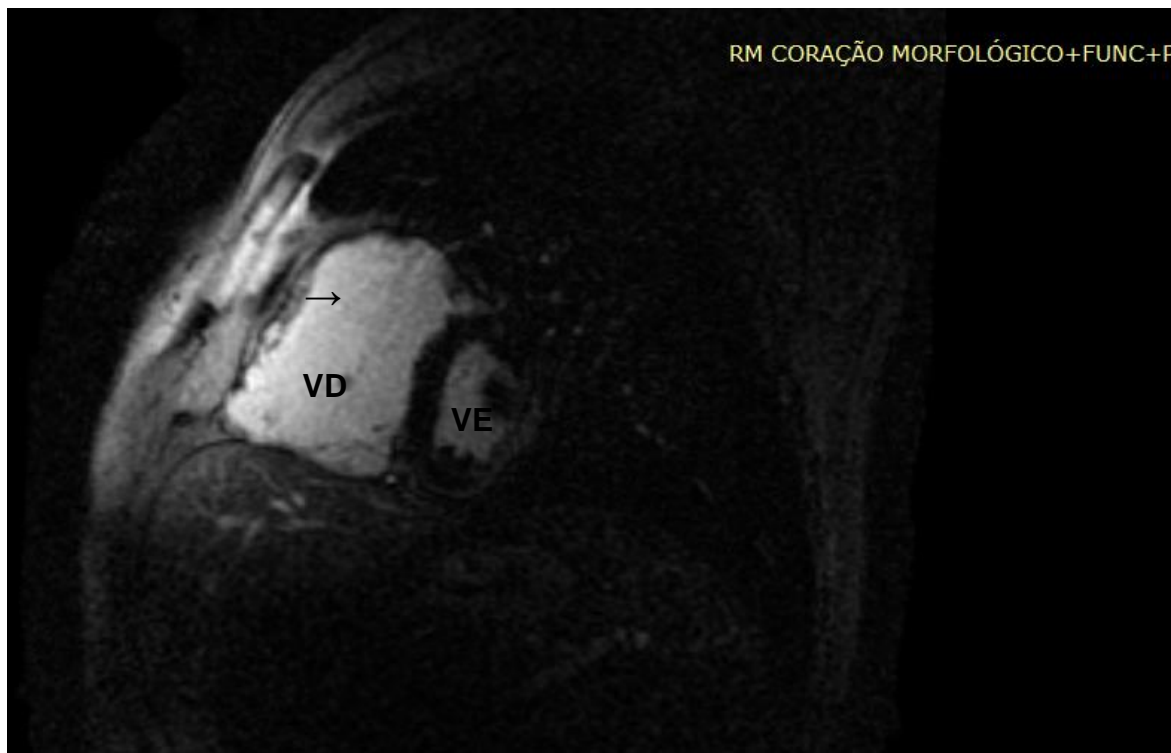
Ressonância Magnética Cardíaca evidenciando dilatação importante do VD. Na seta é visto realce tardio miocárdico na parede livre do VD. VD: *Ventrículo Direito*; VE: *Ventrículo Esquerdo*.
